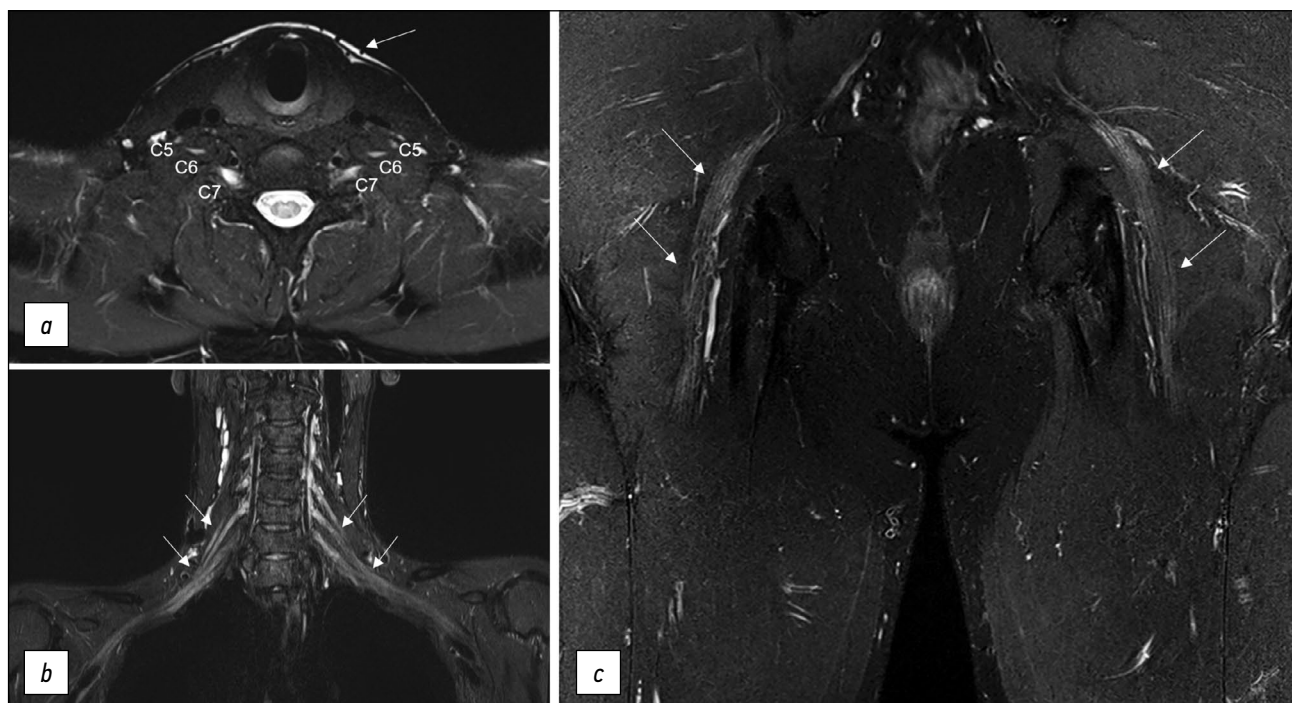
Различные методики жироподавления на магнитно-резонансных томограммах: *a* — плечевых сплетений в режиме T2-FatSat, аксиальная проекция: отмечены передние ветви спинномозговых нервов C5, C6, C7, без патологии, имеют слабо повышенный сигнал, обращает на себя внимание неоднородное жироподавление с неудовлетворительным сигналом по периферии зоны интереса (стрелка); *b* — печевых сплетений в режиме STIR, коронарная проекция: однородное жироподавление на протяжении всего обширного поля обзора, нормальные элементы плечевых сплетений имеют слабоповышенный сигнал (стрелки); *c* — седалищных нервов в режиме T2-Dixon, коронарная проекция: методика обеспечивает однородное жироподавление, нормальные седалищные нервы имеют слабоповышенный MP-сигнал (стрелки).
